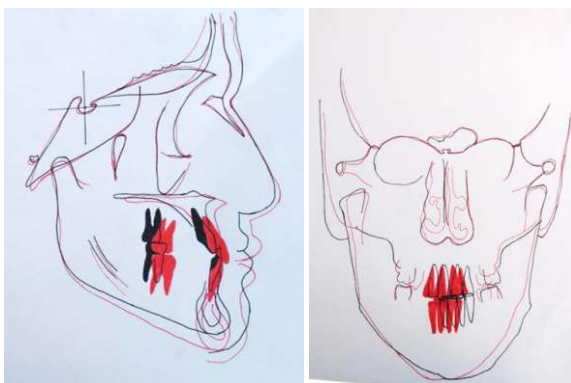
Superimpositions of pre and post-treatment cephalometric radiographs
